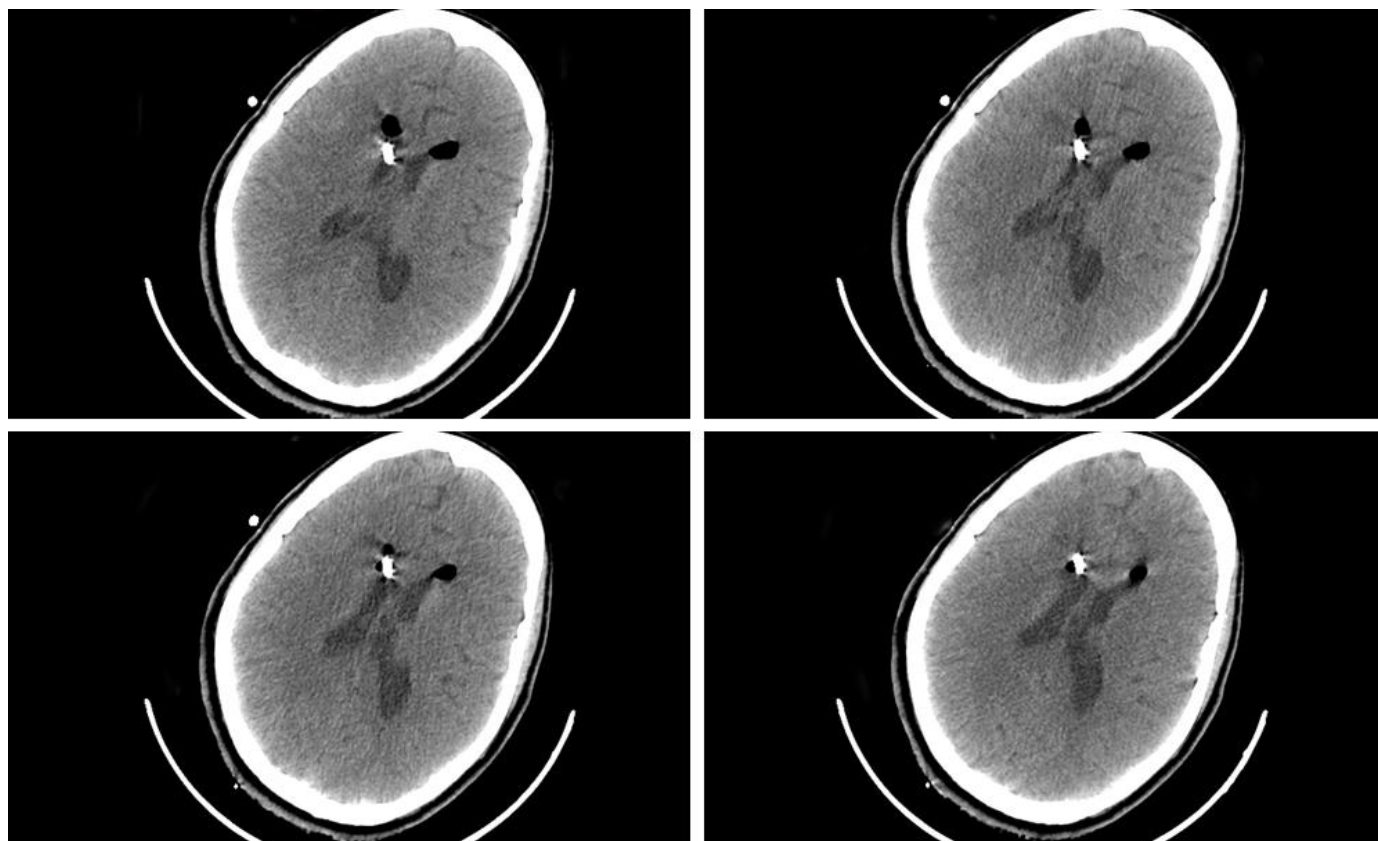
TDM cérébrale de contrôle montrant la présence d'un drain de DVE au niveau de la corne frontale du ventricule latéral droit avec disparition quasi-complète de l'hémorragie intraventriculaire.
